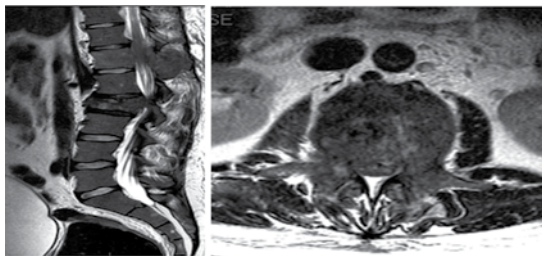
Resonancia magnética: invasión del canal a nivel de L2 e invasión de partes blandas.
